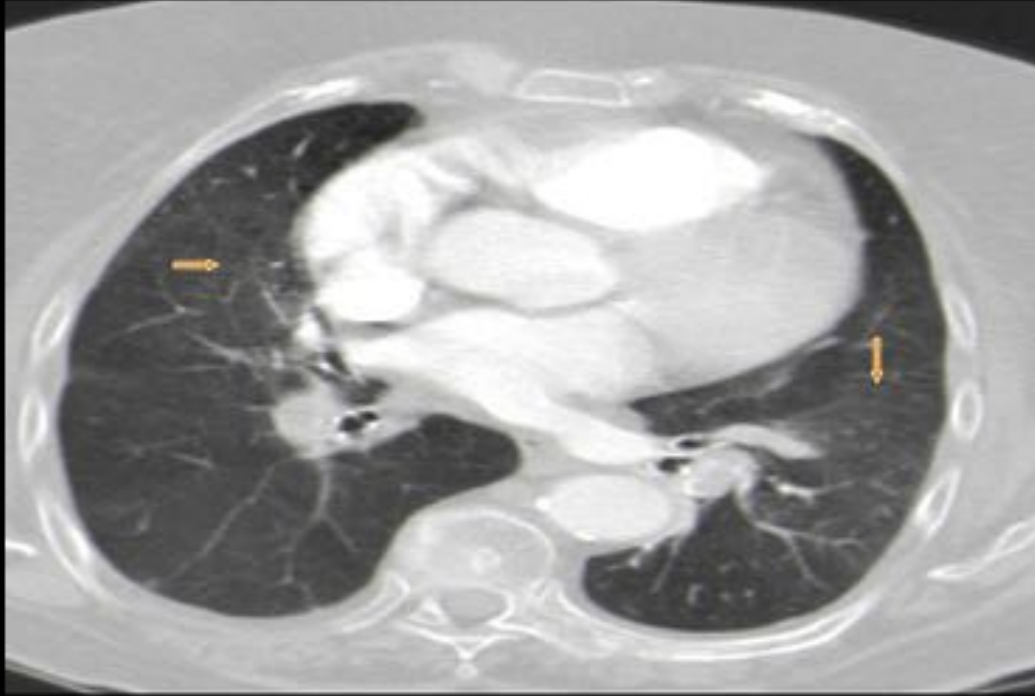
Angio -TC arterias pulmonares. TEP. Defecto de repleción en arterias lobar inferior derecha e izquierda. Las flechas señalan unas zonas de aumento de densidad en vidrio deslustrado bilaterales y perihiliares.
